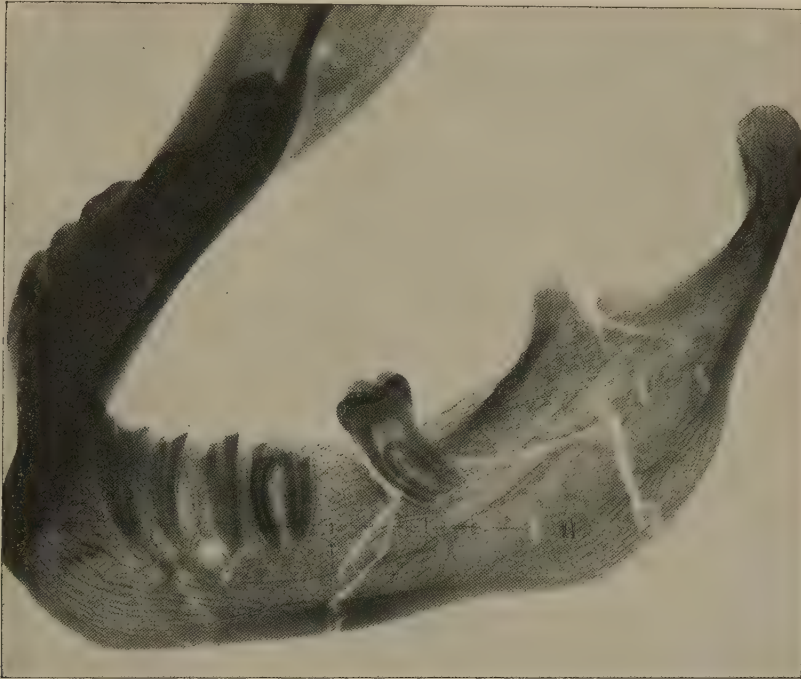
Röntgenbild einer schweren Zertrümmerung des Unterkiefers durch Granatverletzung.
